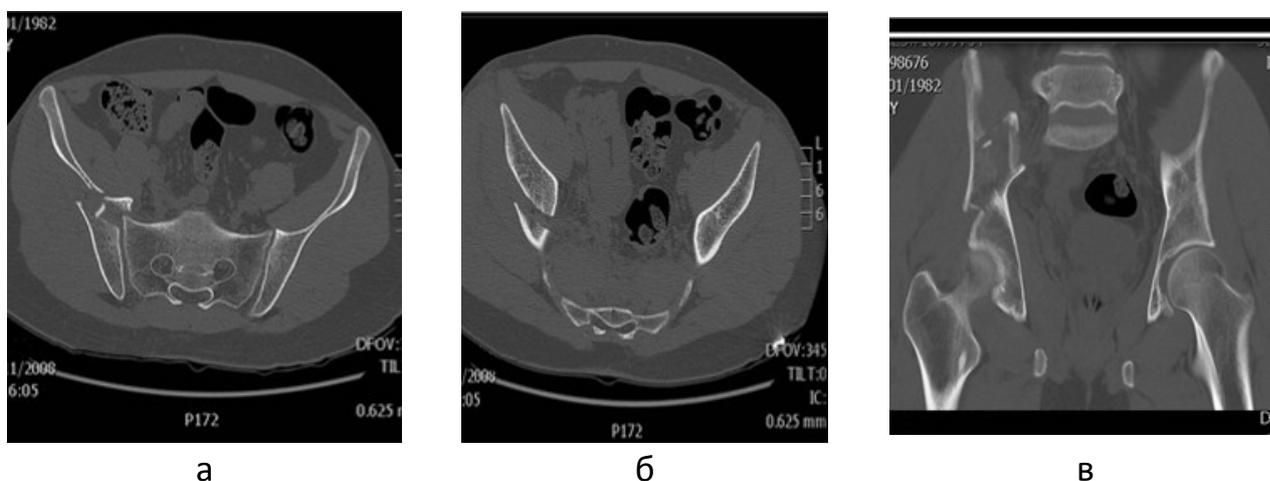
Компьютерные томограммы пациента С., 26 лет: перелом верхней и нижней ветвей правой лонной кости; перелом крыла подвздошной кости справа; нарушение целостности тазового кольца. Томографические срезы в горизонтальной (а, б) и фронтальной (в) плоскостях
